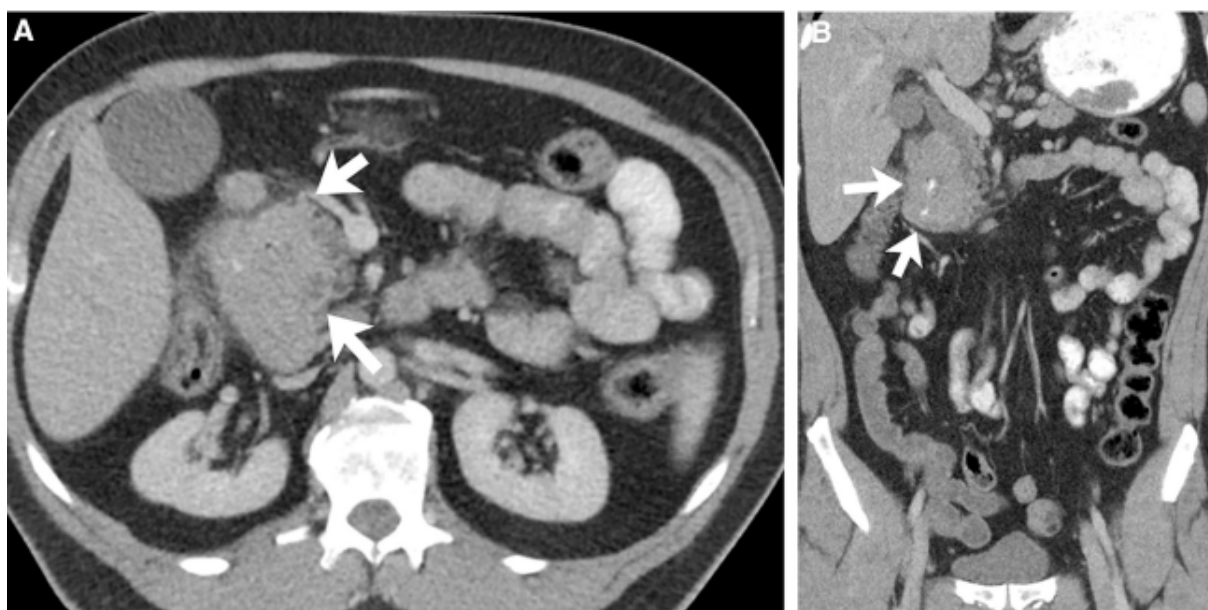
Images TDM à coupes axiale et coronale (A, B) révélant une masse péri-ampullaire circonférentielle avec une adénopathie responsable d'un rétrécissement de la lumière duodénale (flèches) ; avec une légère dilatation proximale de la VBP [49].
